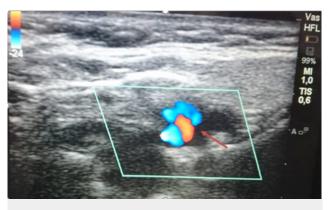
Doppler de vasos de cuello. Se observa el flujo bidireccional y turbulento en el bulbo carotideo izquierdo. Agradecimiento al doctor Camilo Romero coautor del artículo quien realizó el estudio Doppler y permitió su uso en el artículo.
